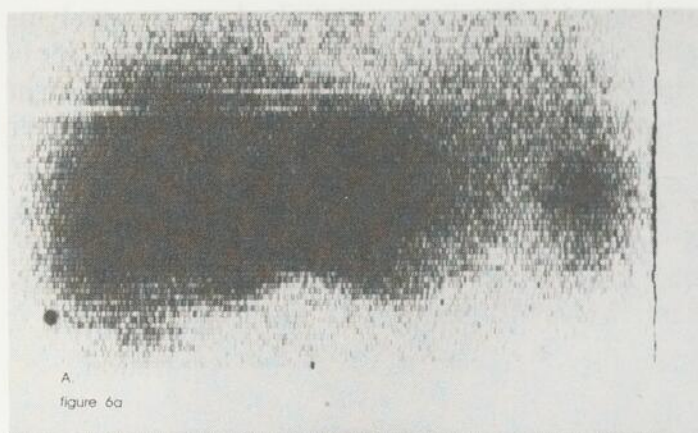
Cas d'un jeune patient ayant subi un cathétérisme de la veine ombilicale sans complication. Un mois plus tard, le patient consulte pour douleur à l'épigastre. Fig. 6a — Scintigraphie au sulfure de Colloïde $^{99}\text{Tc}^m$, pas d'évidence de lésion. Fig. 6b — La scintigraphie abdominale au Gallium-67 met en évidence (flèche) un foyer très net d'hypercapturetion. Diagnostic opératoire: abcès de la paroi abdominale.
